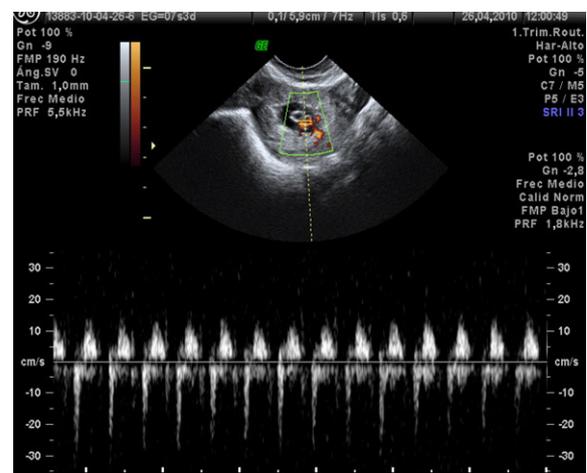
Ecografía transvaginal *power Doppler* de masa anexial izquierda (embrión con frecuencia).
